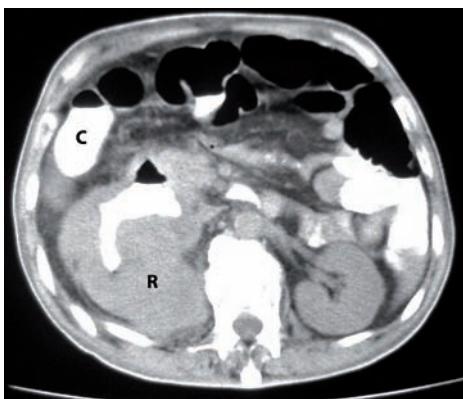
Tomografía de abdomen con contraste oral. Paso del medio de contraste a las cavidades renales y nivel hidroáereo en colon.
